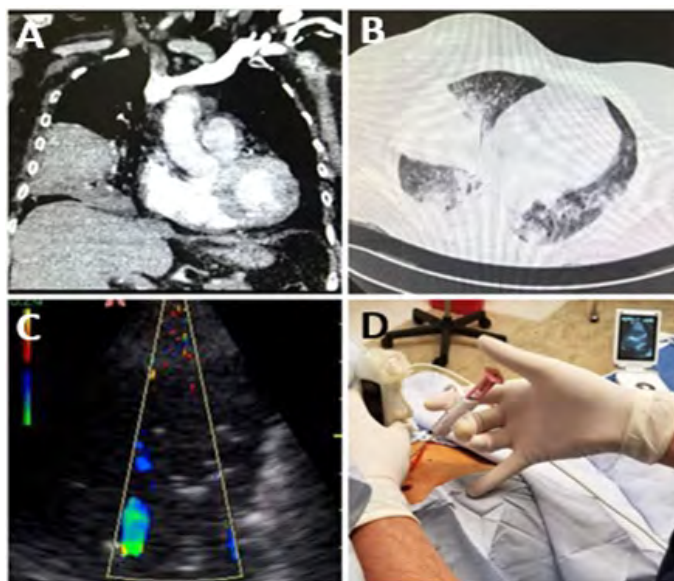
A. Tomografía de tórax corte coronal con zona hipodensa en hemitórax derecho. B. Corte transversal en ventana pulmonar. C. USG pulmonar con evidencia de síndrome intersticial. D. Biopsia de lesión guiada por USG.
